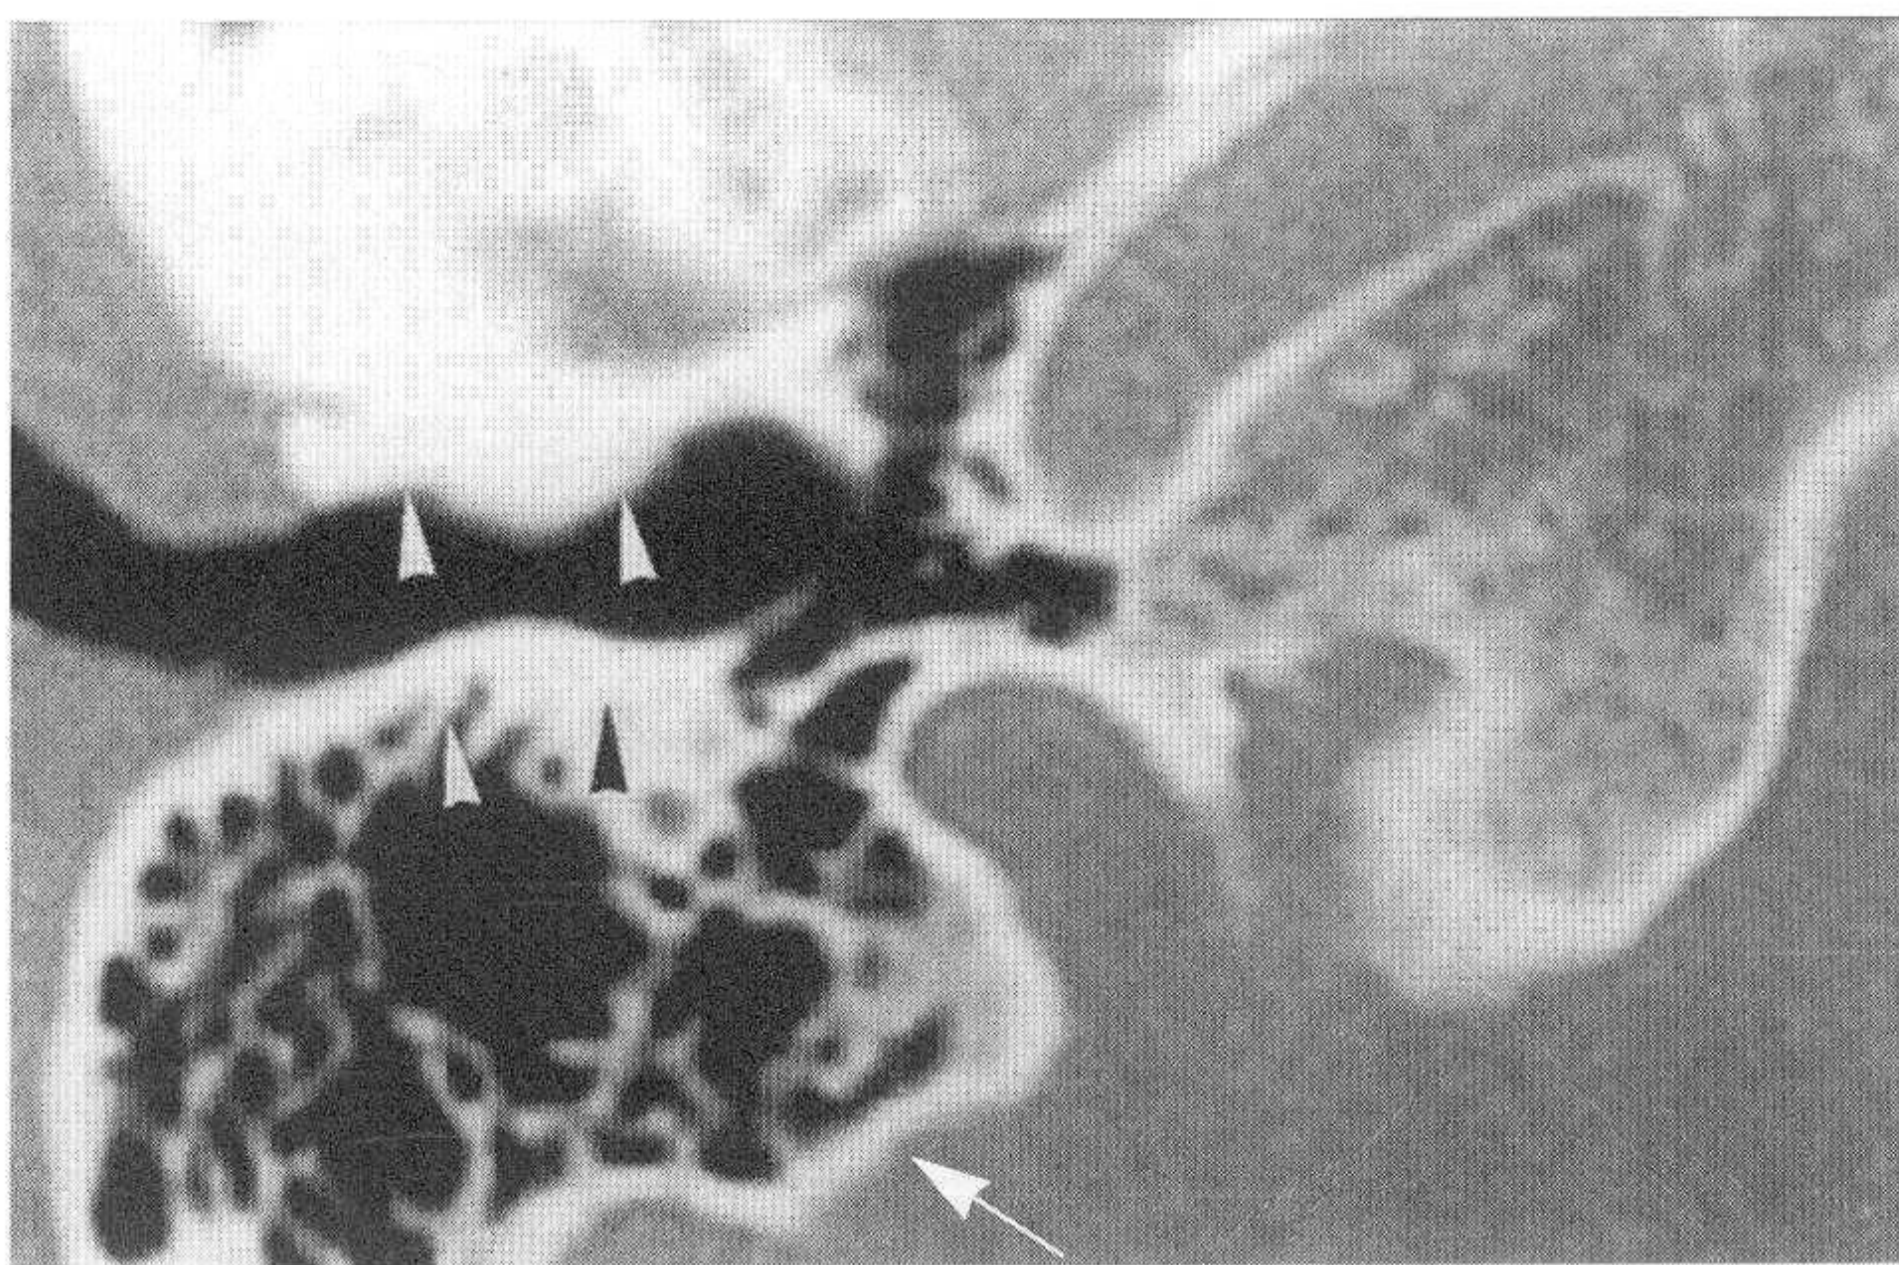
对应正常颞骨CT图像 (小箭头示外耳道前壁和后壁, 大箭头示乳突和后颅窝界线)
